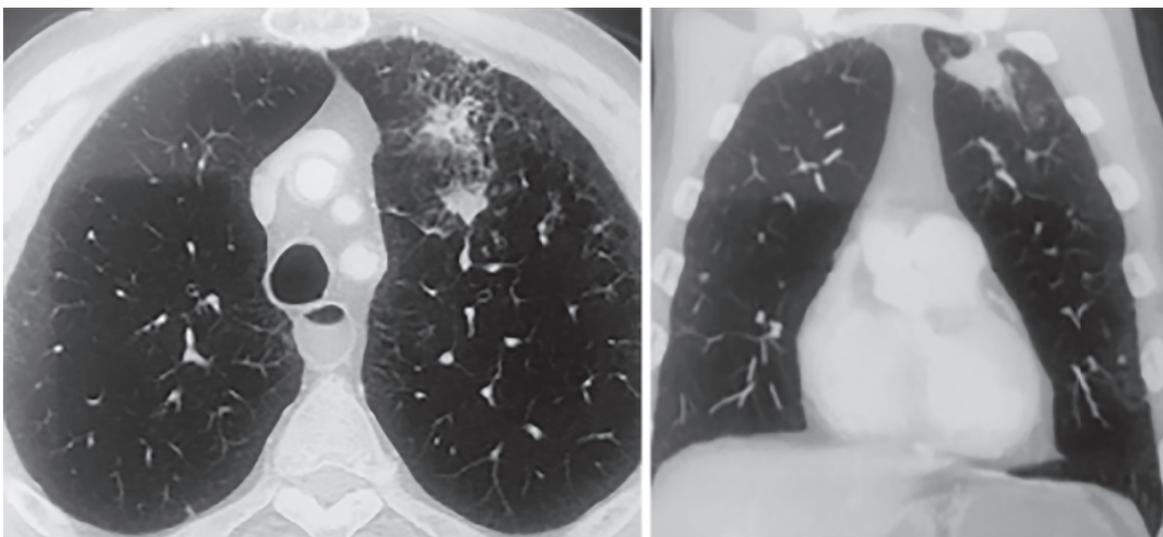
Пациент Б., КТ ОГП, изменения в верхней доле левого легкого.
